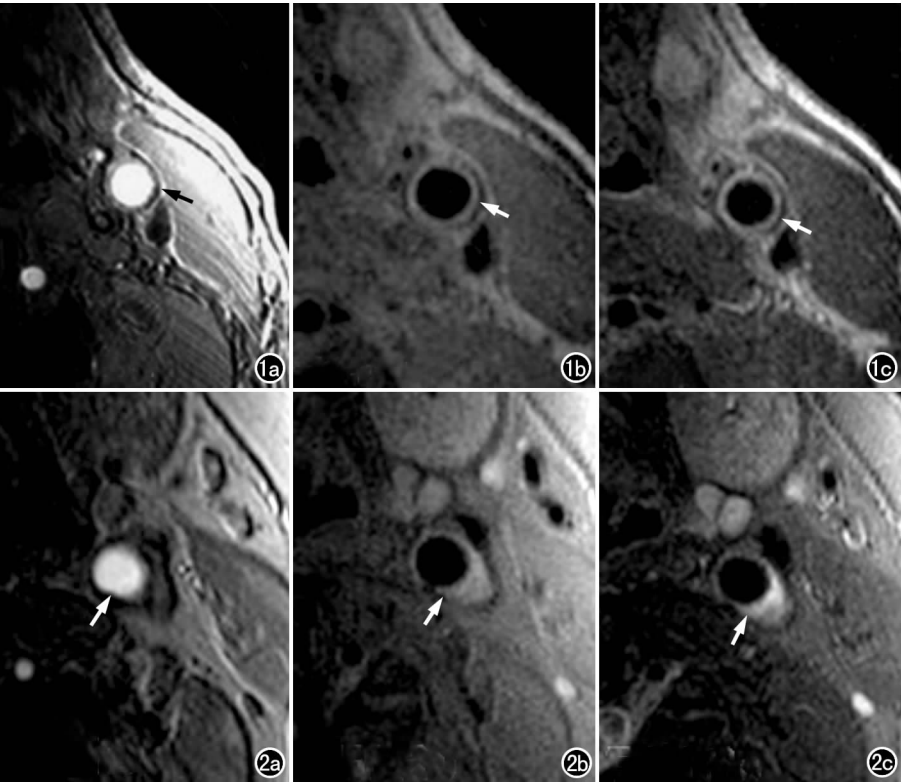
MRI 各序列图像示正常颈动脉管腔及管壁结构(箭)。a) 横轴面 TOF; b) “黑血”T₁WI; c) T₂WI。 图 2 颈动脉斑块形成。a) 横轴面 TOF 示颈动脉管腔无明显狭窄(箭); b) “黑血”T₁WI 示颈动脉管壁偏心性增厚(箭); c) T₂WI 示颈动脉管壁偏心性增厚(箭)。
